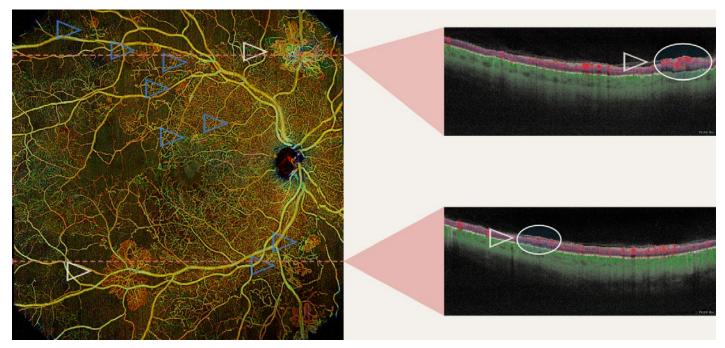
OCTA relative à la figure 2. Les mêmes néovascularisations ont été marquées par des flèches. Les flèches blanches indiquent deux néovascularisations visibles sur l'imagerie en coupe (B-scan, moitié droite de l'image; coupe représentée par une ligne rouge en pointillés). Les points rouges représentent un signal de flux, le signal de flux prérétinien des néovascularisations a été entouré en blanc. OCTA: angiographie par tomographie en cohérence optique.
